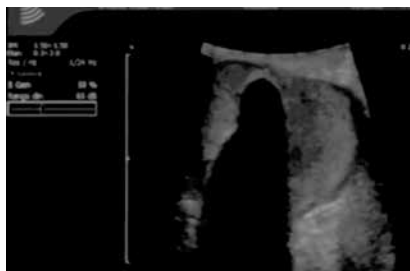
Ultrasonido laparoscópico de alta definición, se observa el parénquima renal sin lesión ecográficamente homogéneo, la formación de la esfera de hielo se observa como área hipoeicoica en el centro del parénquima renal.
